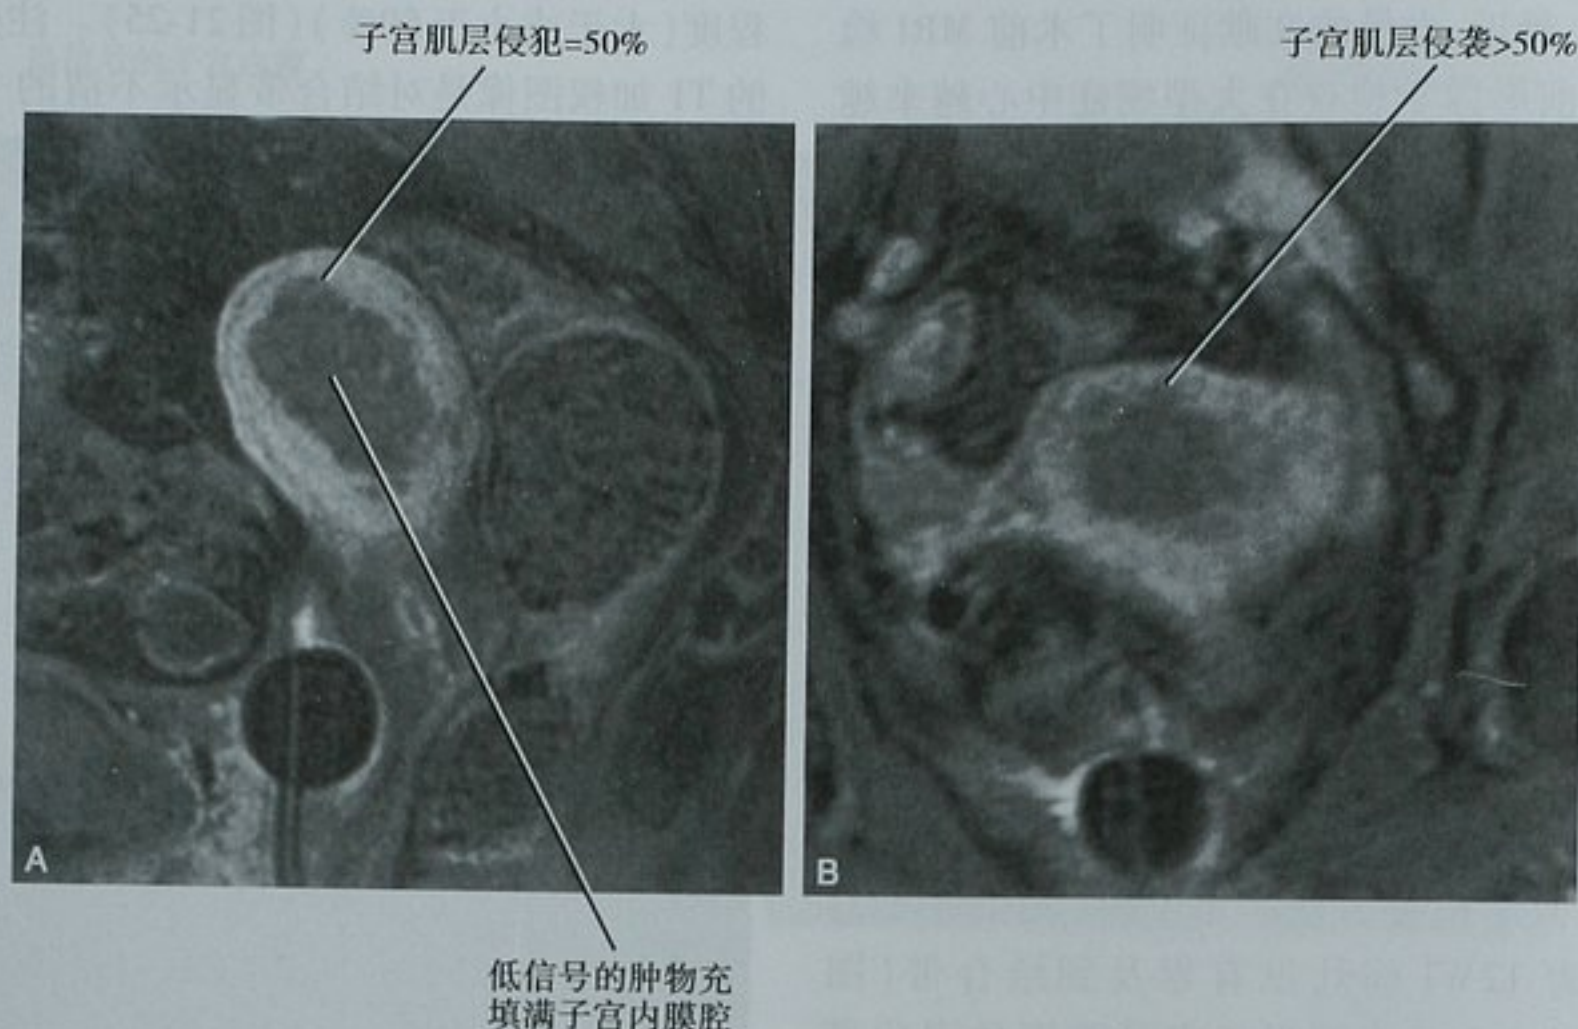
I C 期子宫内膜癌 MRI 图像。因为绝经后妇女的结合带显示不清,因此增强的 T1 加权图像是分期的关键。A. 矢状位增强图像显示增强不明显的子宫内膜肿物侵犯肌层大约 50%;B. 子宫底的横断位增强图像显示肌层的侵犯超过 50%。根据这一发现,手术中应进行淋巴结清扫
